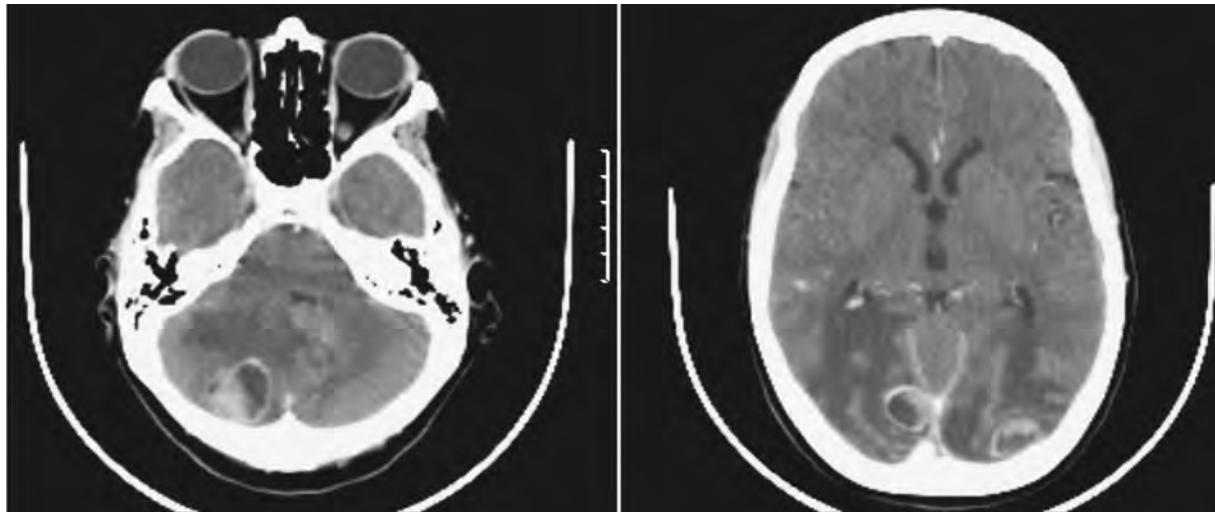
TC crânio-encefálica com metástases
